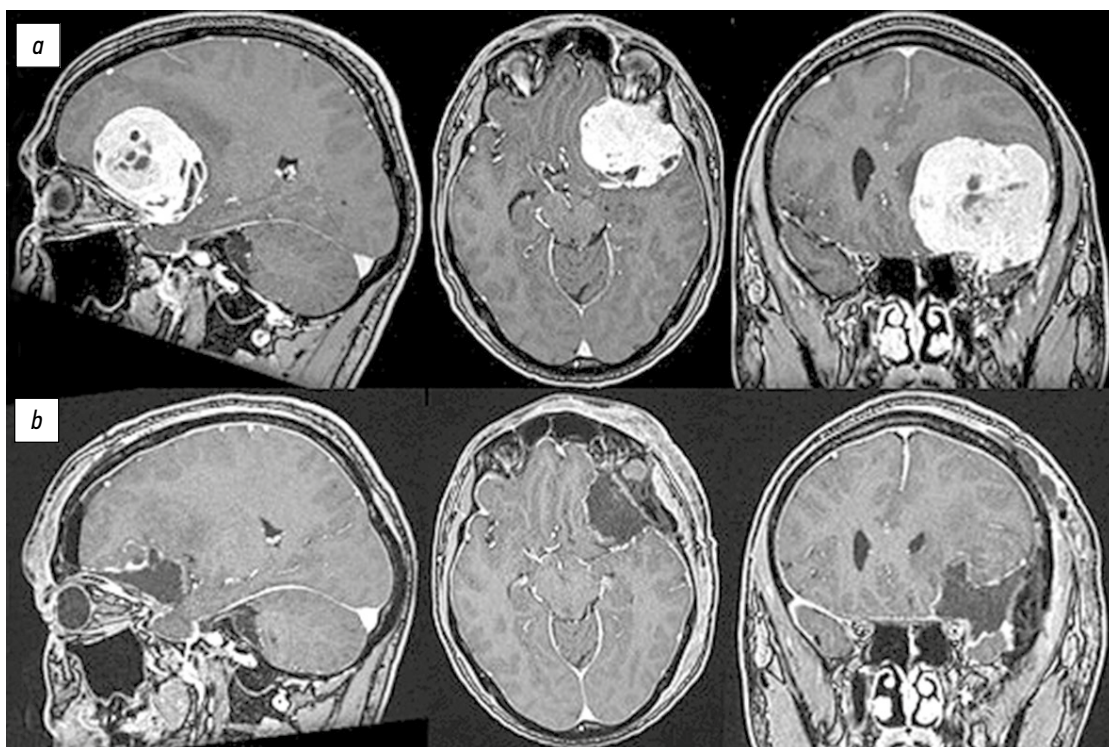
Данные нейровизуализации пациента с гемангиоперицитомой (Grade 2) в области крыла основной кости слева: *a* — предоперационная МРТ головного мозга с контрастным усилением, визуализируется гемангиоперицитомы с матриксом на большом крыле основной кости слева, размерами 57×42×52 мм, с признаками перифокального отёка, распространяющегося на левую лобную долю; *b* — послеоперационная МРТ головного мозга с контрастным усилением: патологического накопления контрастного вещества не выявлено, радикальность удаления по Simpson — 3.
